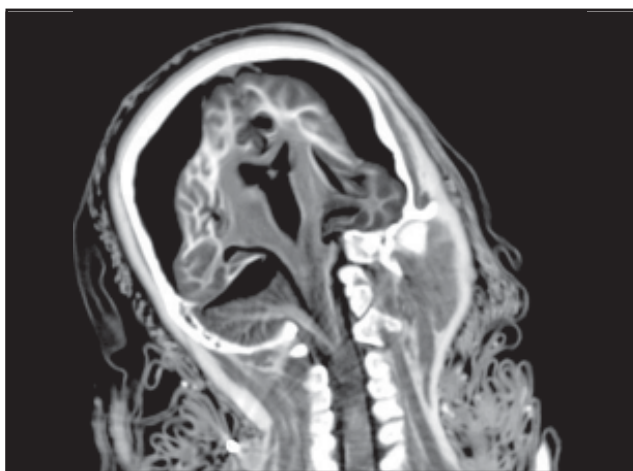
TC coronal de la cabeza de La Doncella que muestra la médula espinal dentro del canal raquídeo de la columna cervical y los músculos del cuello.
